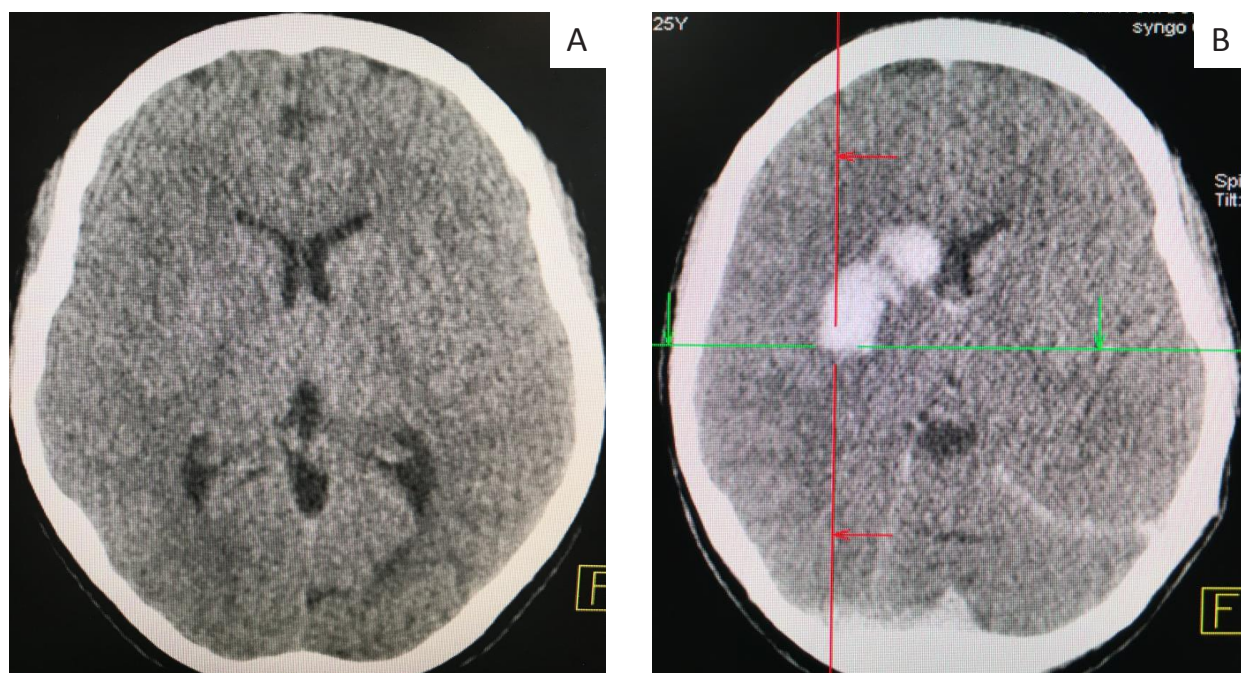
Компьютерная томография головного мозга пациентки Р., 25 лет, через 4 часа 20 мин от начала заболевания. Выявлены признаки формирующегося ишемического инсульта в бассейне правой средней мозговой артерии (А) с геморрагической трансформацией очага после внутрисосудистого вмешательства (В).
